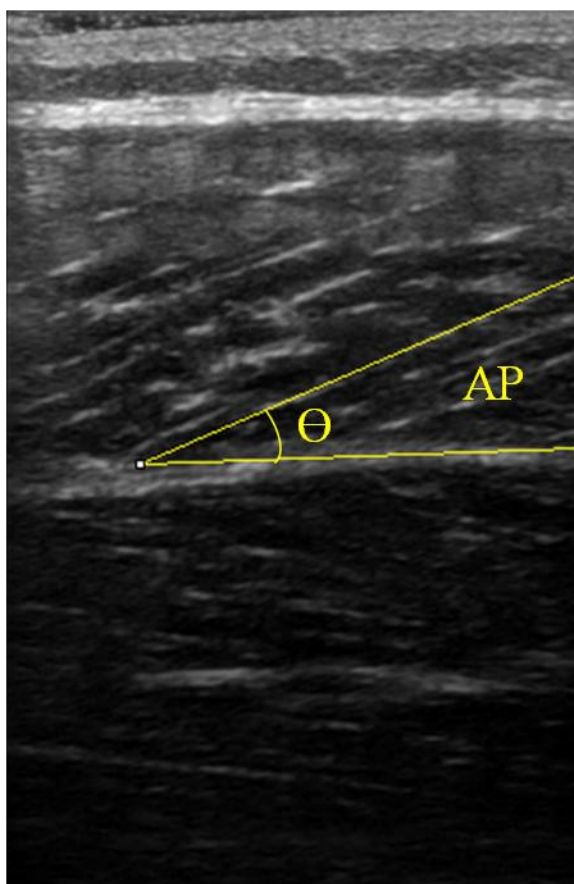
Imagem do ângulo de penetração (AP) de um dos sujeitos, em um dos momentos de coleta, mensurada por ultrassonografia e quantificado no software *ImageJ*.
